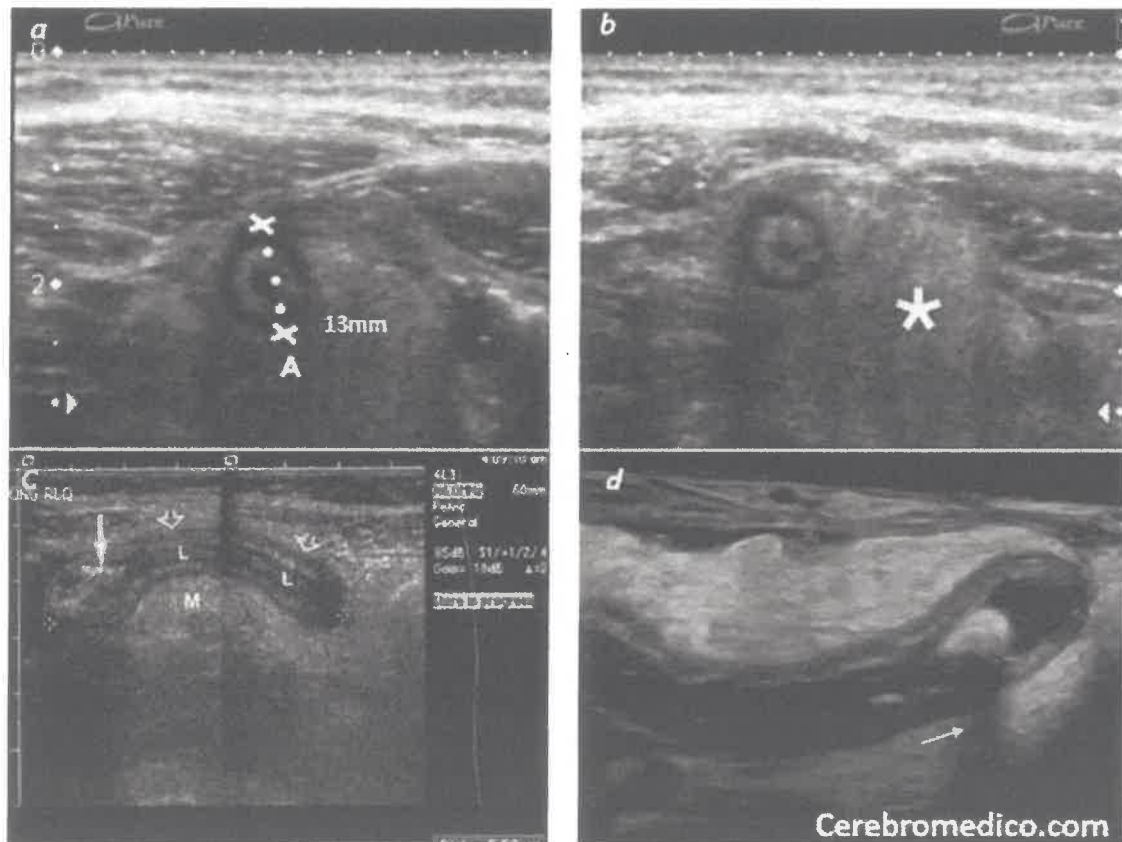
Hallazgos ecograficos de Apendicitis Aguda
